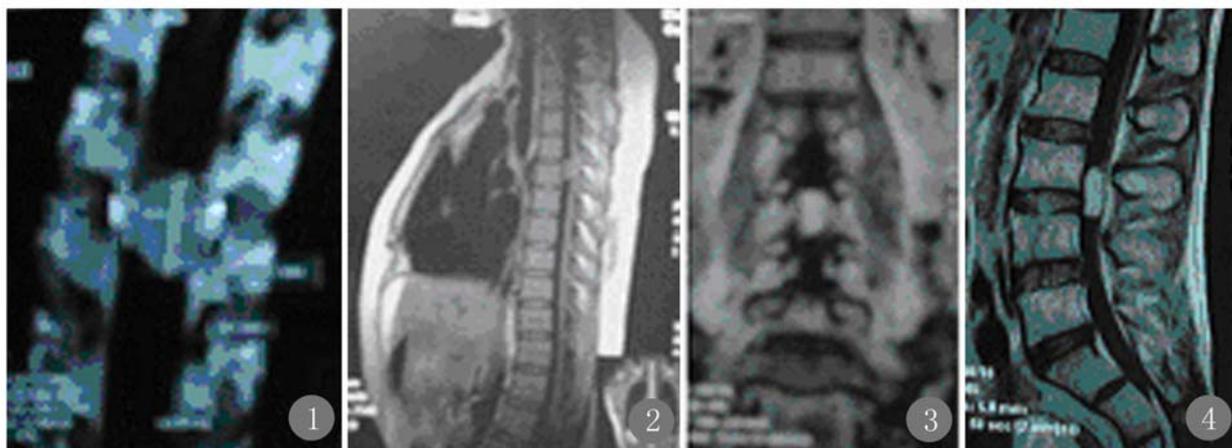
第5胸髓肿瘤冠状位MRI像 图2 第5胸髓肿瘤矢状位MRI像 图3 马尾神经瘤冠状位MRI像 图4 马尾神经瘤矢状位MRI像
